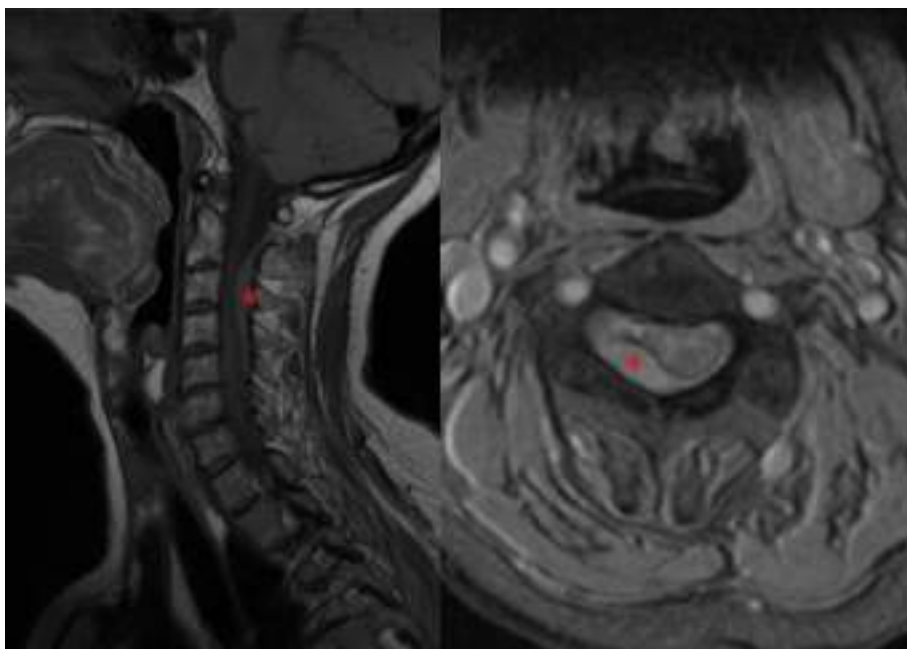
RM cervical urgente. Izquierda sagital T1. Derecha: axial T2. A nivel cervical (C3-C4) se aprecia lesión ocupante de espacio (*) de 7 mm de grosor máximo, extradural a nivel posterolateral derecho con desplazamiento medular contralateral. Corresponde a un hematoma epidural que desplaza ligamento amarillo.
